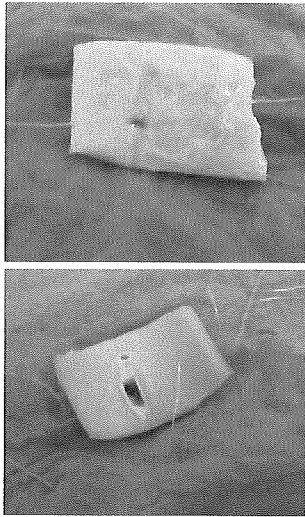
155T-71L X633、レベル5、3秒の超音波振動（上：外壁側、下：内壁側）
